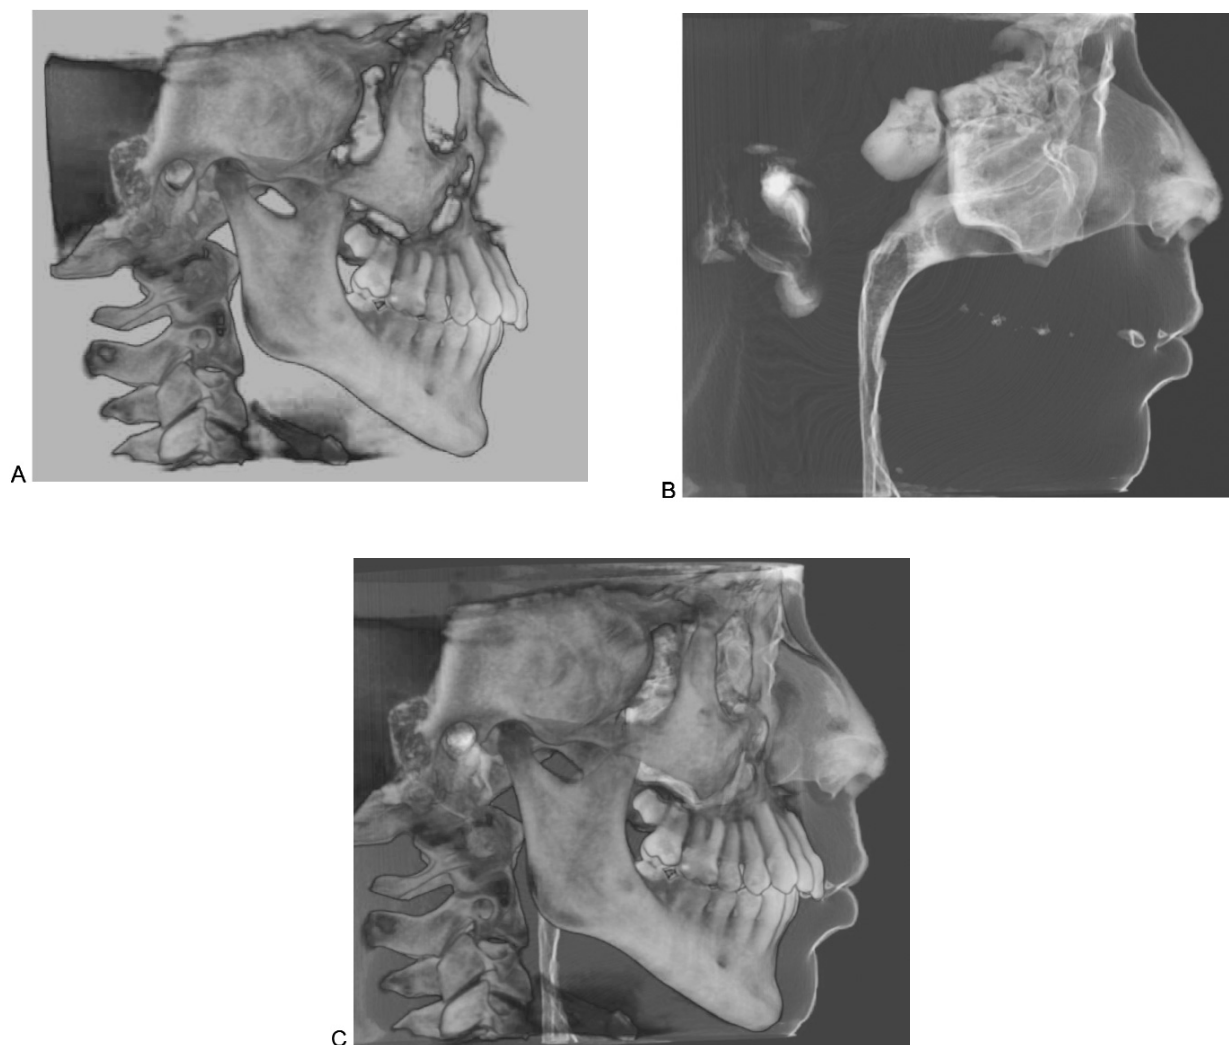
Vista de tejidos duros de una TCV (tomografía computarizada volumétrica) o CBCT (*cone beam computer tomography*) utilizando el programa *Dolphin Imaging™*. A) Vista de los tejidos blandos B) y finalmente una vista de la combinación de tejidos duros y blandos del mismo paciente mediante el uso de este programa C).
